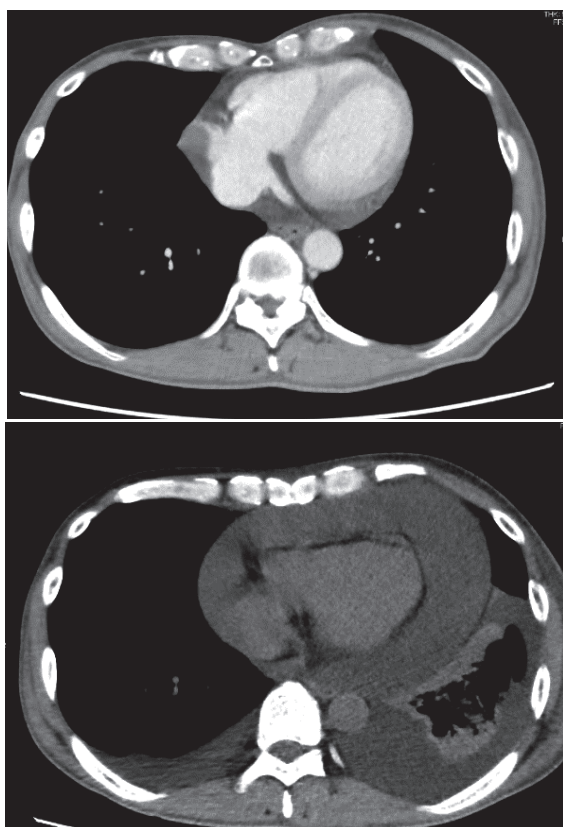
10日前と受診時の胸部CT（縦隔条件）
